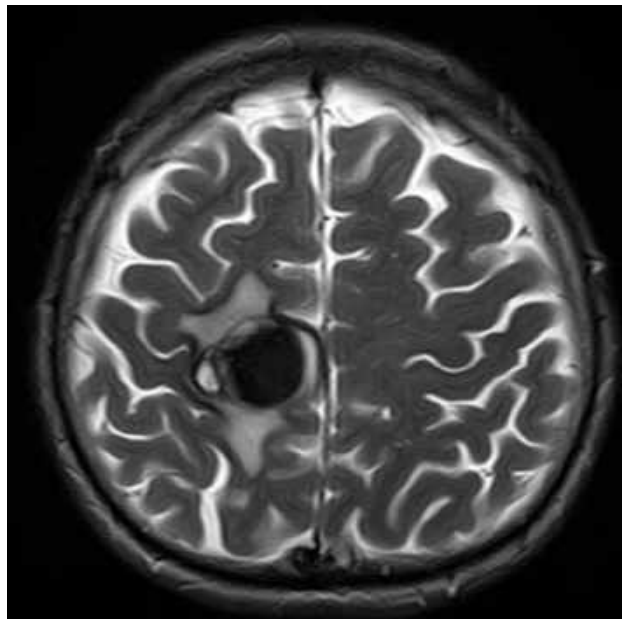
МРТ головного мозку (Т2 ЗЗ, аксіальний зріз). Кавернома медіальних відділів прецентральної звивини з ознаками крововиливу та перифокального набряку (спостереження №44, хворий Ч-с, історія хвороби №1068).
